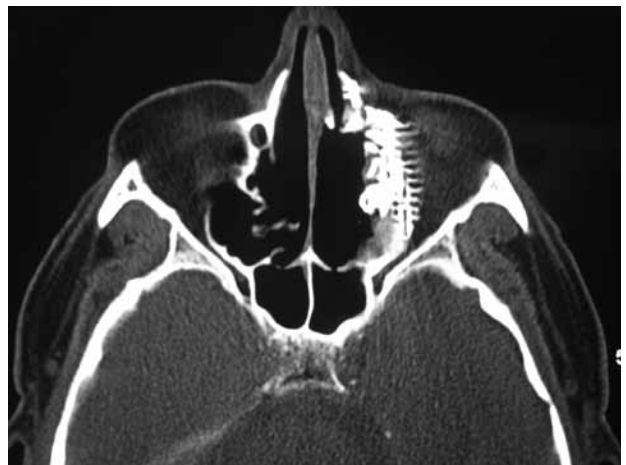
Sección axial de TC en la que se observa la reconstrucción orbital con malla de titanio.
